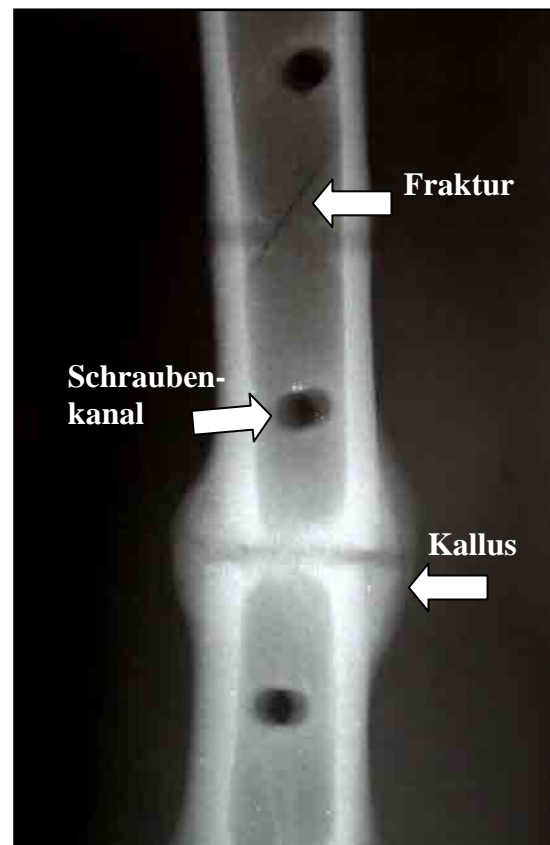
Röntgenbild (l/l) nach der biomechanischen Testung.
